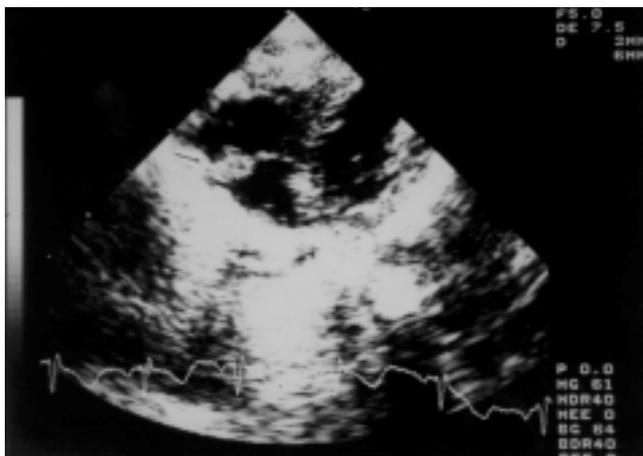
Ecocardiografía, verruga de 3x6 mm en la valva mural de la válvula tricúspide (flecha).
